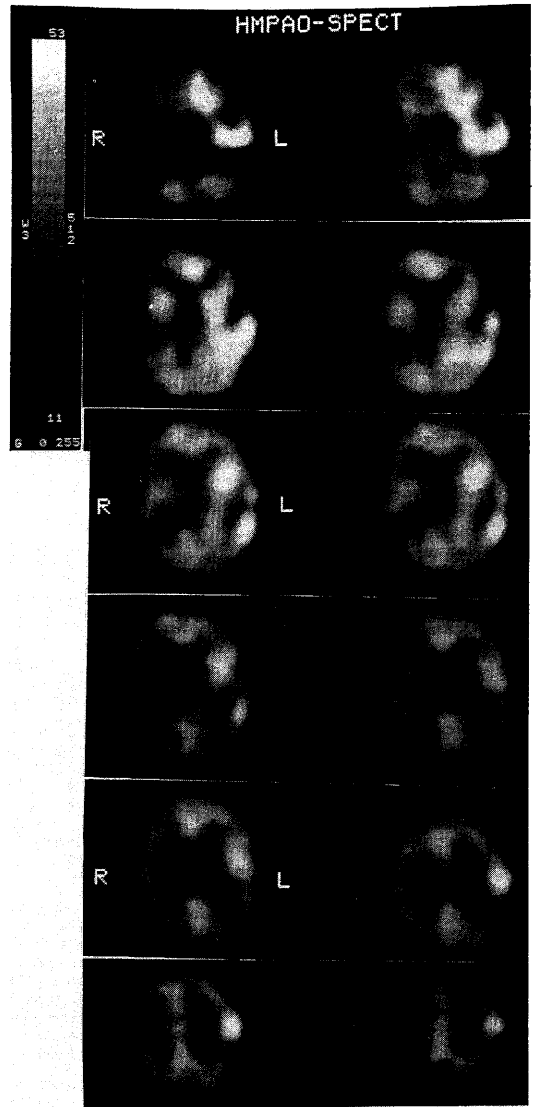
Brain perfusion SPECT using ^{99m}Tc-HMPAO SPECT on Nov. 7 shows markedly increased accumulations in the left temporal, infra-frontal, insular, and peri-central cortices.
